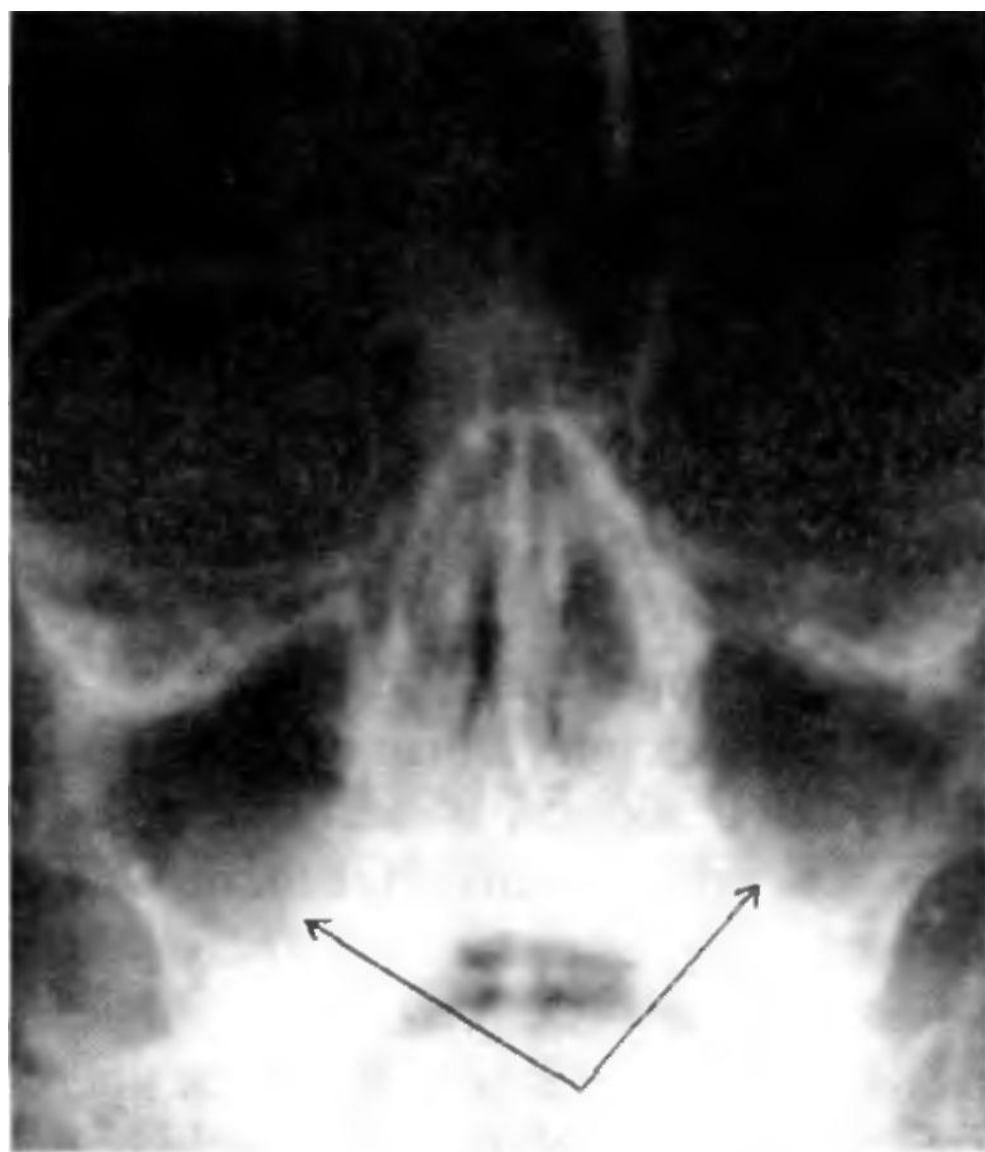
Ретенционные кисты верхнечелюстных пазух (указаны стрелками) Рентгенограмма.
